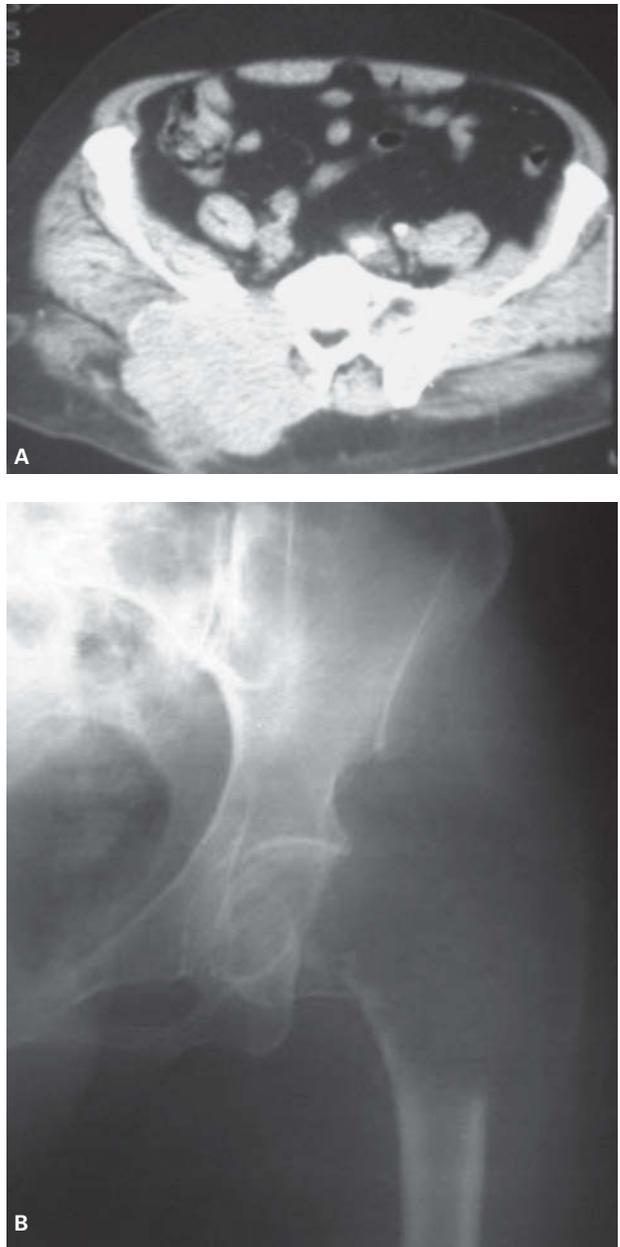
A: tomografía computarizada pelviana. Imagen tumoral glútea derecha con afectación del sacro y la pala ilíaca. B: radiografía simple. Fractura de cabeza de fémur con imagen osteolítica.
